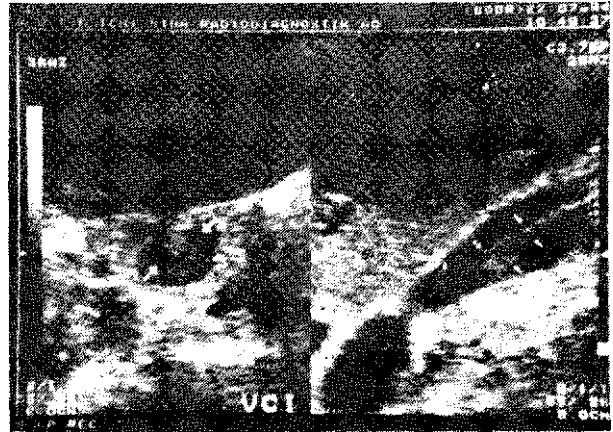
Ultrasonografik incelemede sol böbrek medial bölümünde, ekzofitik, izoekoik solid kitle. Histopatolojik tanı: Renal karsinoma.
